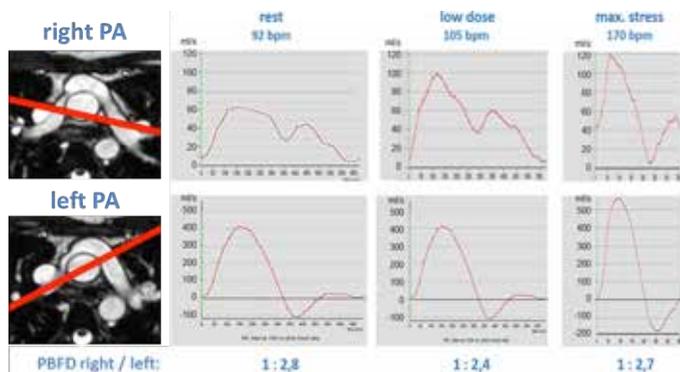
MRT-Planungssequenzen für die Phasen-Kontrast-Flussmessung der rechten und linken Pulmonalarterie (PA) sowie Messung in der Ruhe-MRT und Dobutamin-Stress-MRT (10 bis 40 µg/kg/min.) bei einem Patienten mit Stenose der proximalen rechten PA nach neonataler ASO: keine signifikante Differenz des seitenungleichen Blutflussverhältnisses (PBF D) zwischen rechter und linker Lunge unter Dobutamin-Stress im Vergleich zum Ruhezustand
